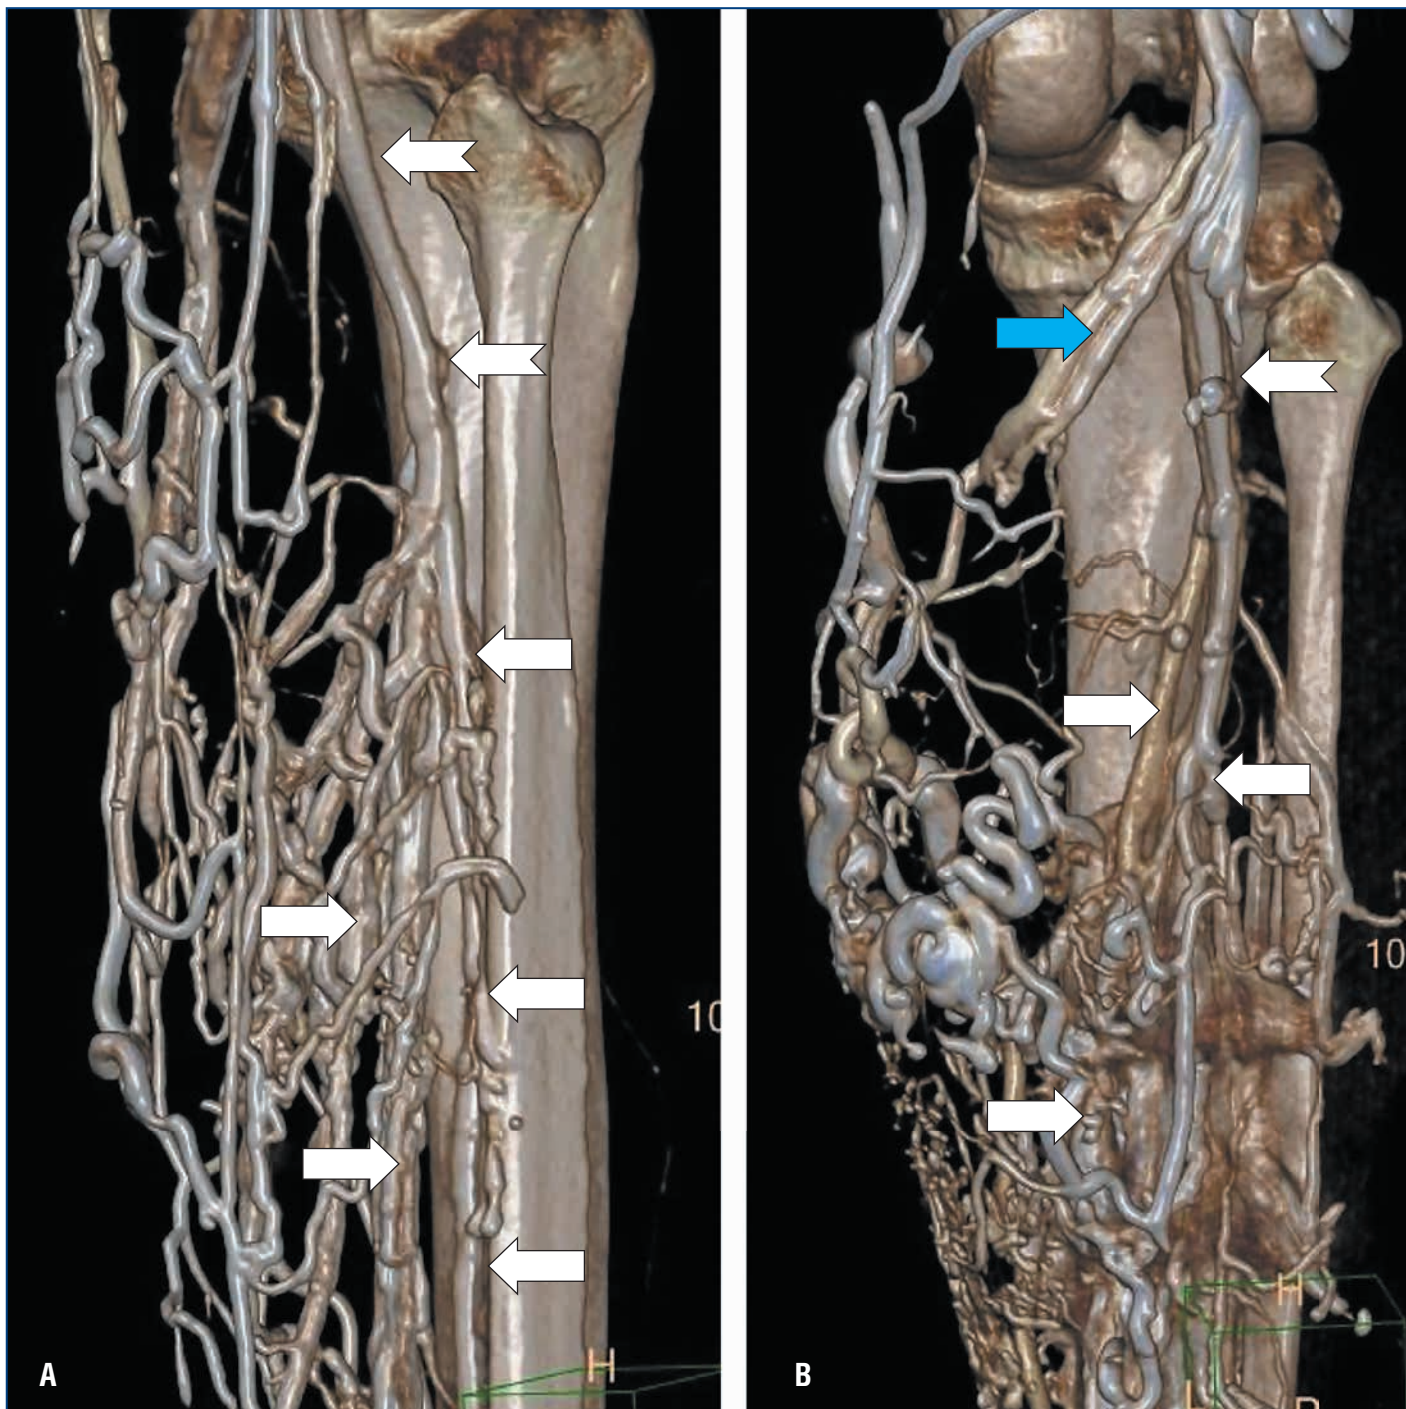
Контрастно усиленная прямая КТ-венография голени с 3D-реконструкцией
